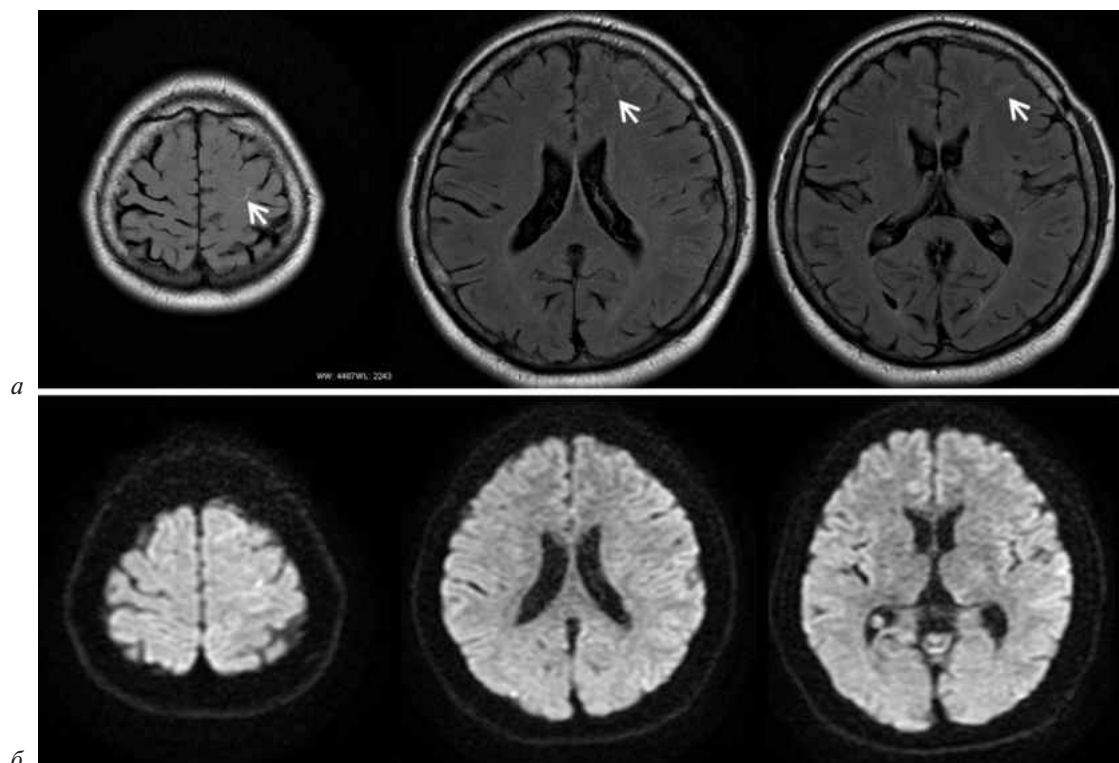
Магнитно-резонансная томография головы через 24 ч после операции:
